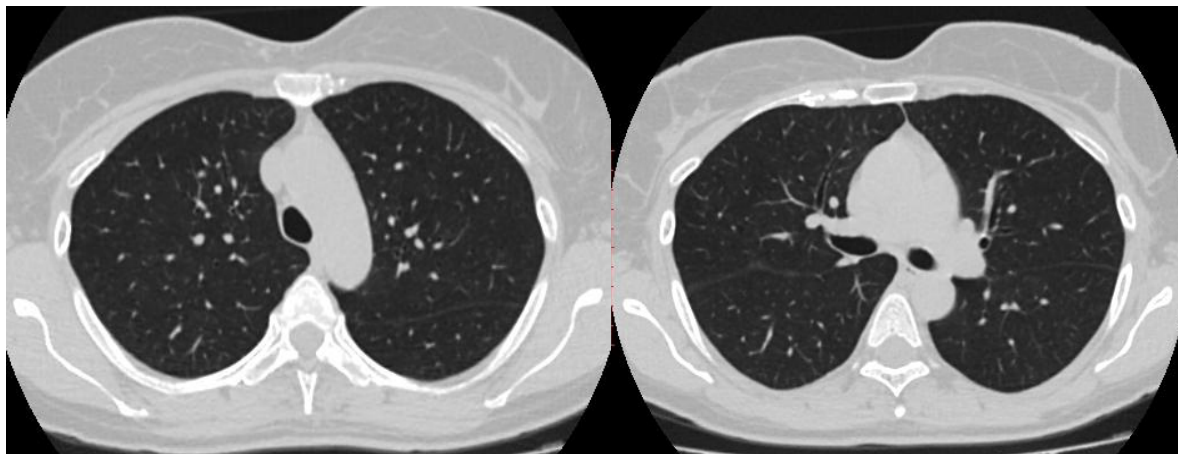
СКТ от 12.04.2019 г.
